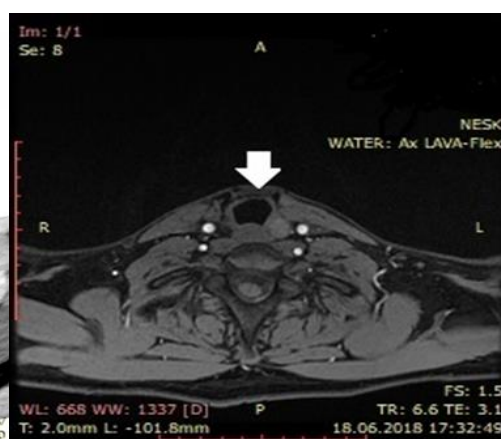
(слева). МСКТ органов шеи: визуализация моделированного ауто-трансплантата;
